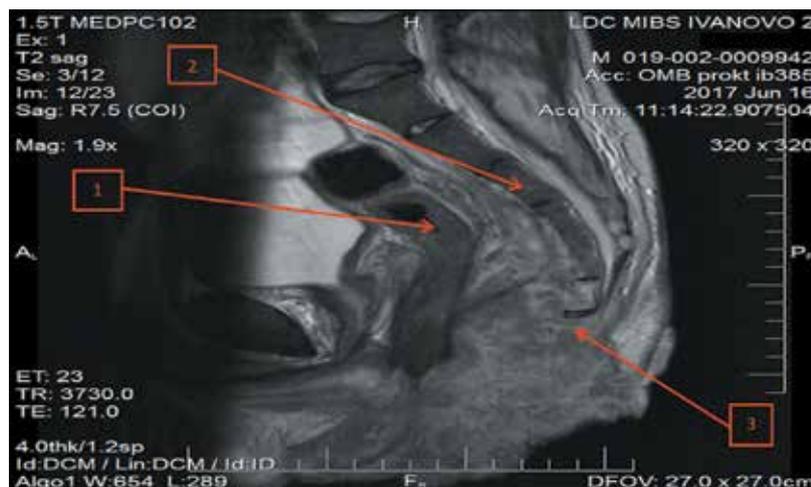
Компьютерная томограмма пациента И.: 1 – прямая кишка, 2 – крестец, 3 – отсутствие копчика
